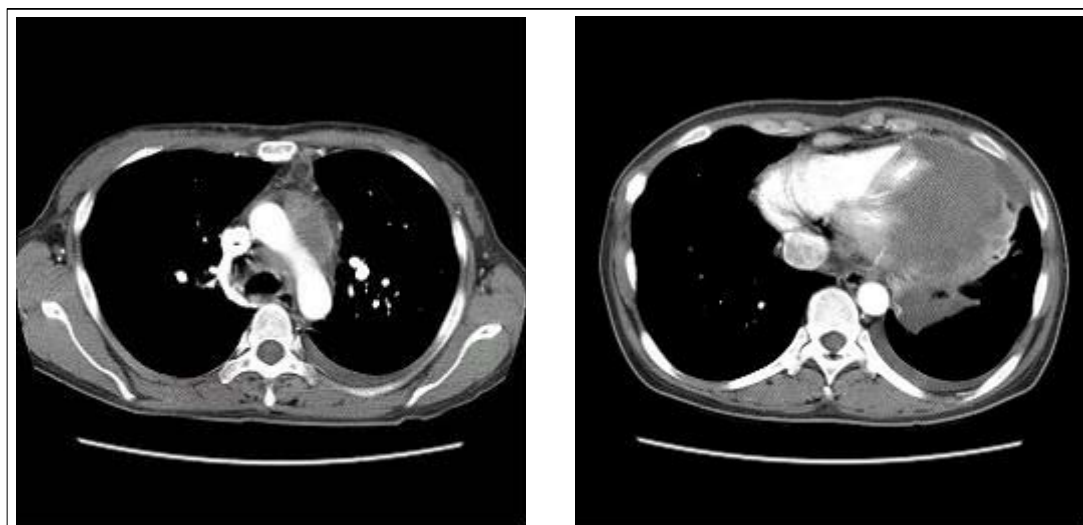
Chest CT scan revealed anterior mediastinal mass and left pleural effusion.
